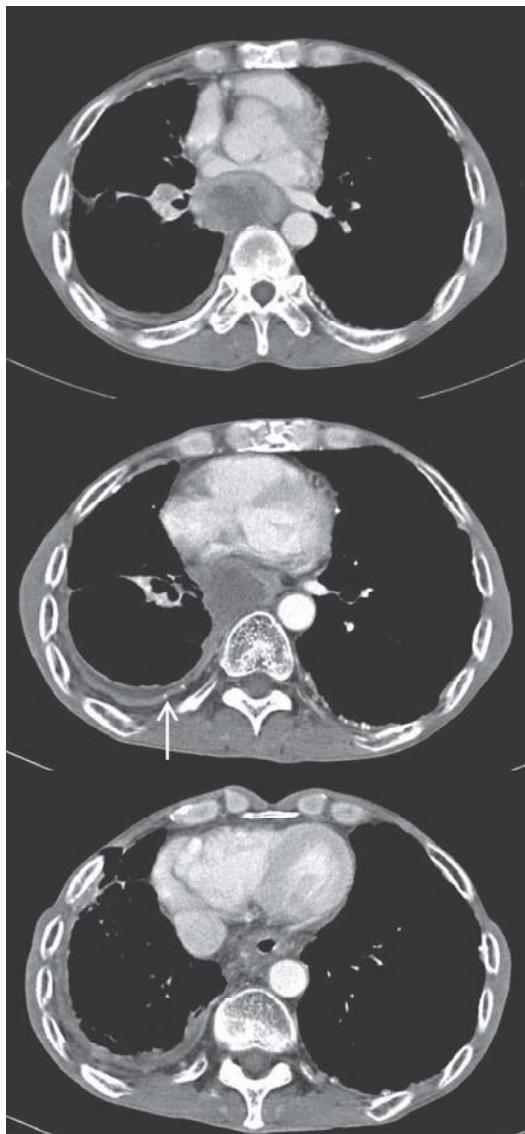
胸部CT：気管分岐部下部に左房を圧迫し内部低吸収を呈する腫瘍と肺門リンパ節腫大、プラーク（→）を伴う右胸膜の肥厚所見が認められる。
